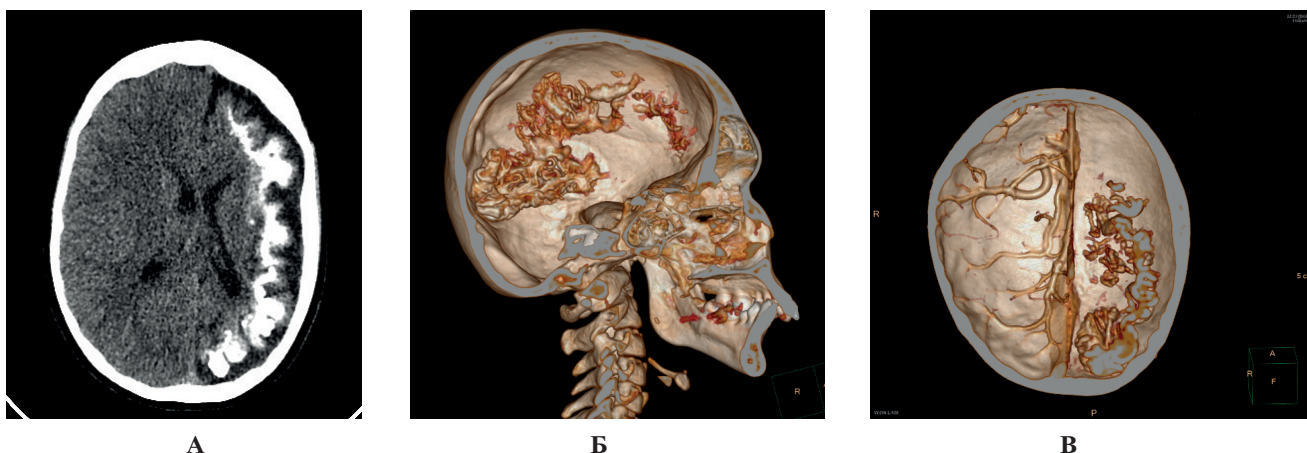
(А–В). Пациентка С, 13 лет. МСКТ, аксиальная проекция (А), 3D реконструкция в сагиттальной проекции (Б). КТА 3D реконструкция в аксиальной проекции (В) Синдром Штурге-Вебера. Выраженная атрофия с массивной гириформной кальцификацией всего левого полушария головного мозга, аплазия конвекситальных вен слева и гипоплазия левых отделов верхнего сагиттального синуса (симптом «пустых» синусов) (собственное исследование).
